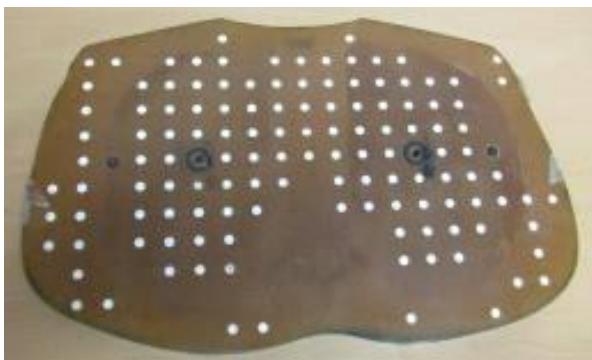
Acquisition using by anthropomorphic chest phantom CT.
